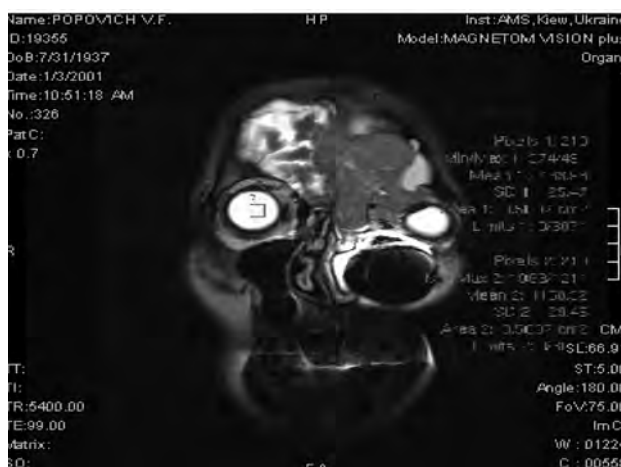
Той самий хворий. МРТ
